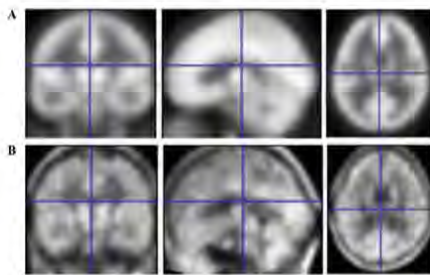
(A) The PET template used in the SPM software, and (B) The normalized patient image.
